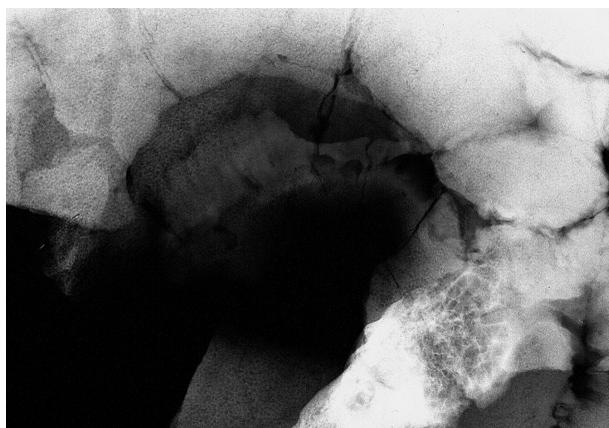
Sion, Petit-Chasseur III, Schädelkalotte des adulten Mannes aus Dolmen MXII, H15-204. Im Röntgenbild erkennt man eine unruhige, z.T. verdichtete Struktur, die für eine überlebte Operation sprechen könnte.
